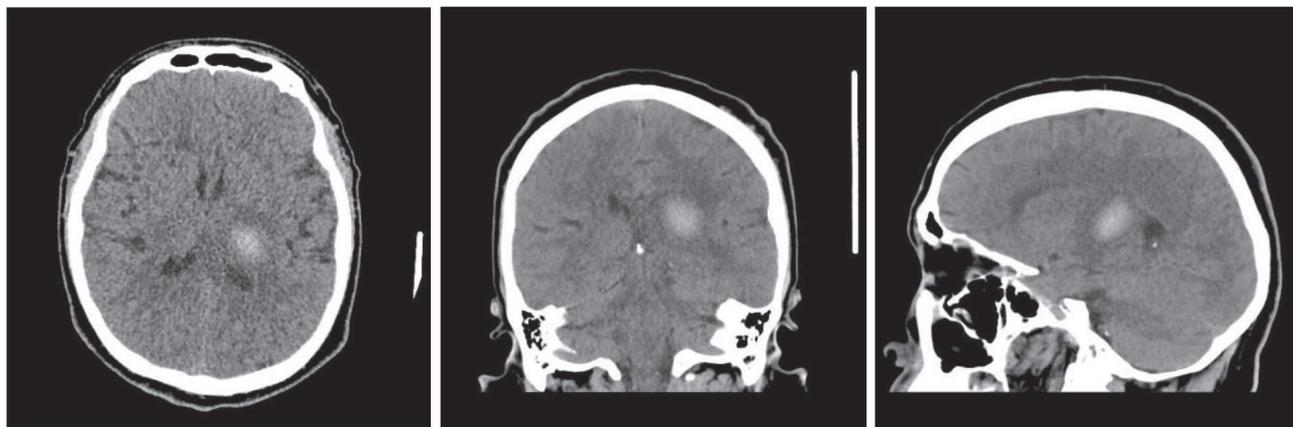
КТ головного мозга от 26.05.2018г: аксиальной (а), фронтальной (б) и сагитальной (в) проекциях до удаления гематомы
